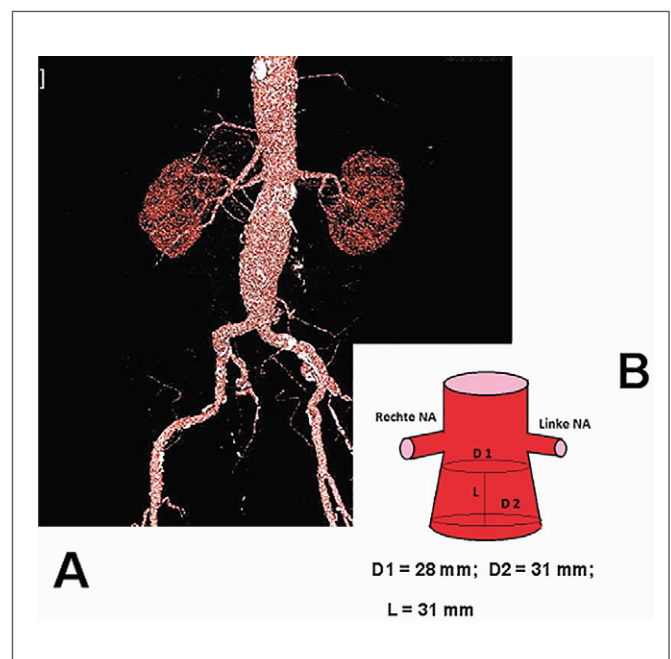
Asymptomatisches, infrarenales Aortenaneurysma. (A): CT-Angiographie mit Darstellung des Aortenaneurysmas in „volume rendering“-Technik (VRT); (B): Beschreibung der „Hostile neck“-Anatomie und der konischen Morphologie der proximalen Landungszone.
